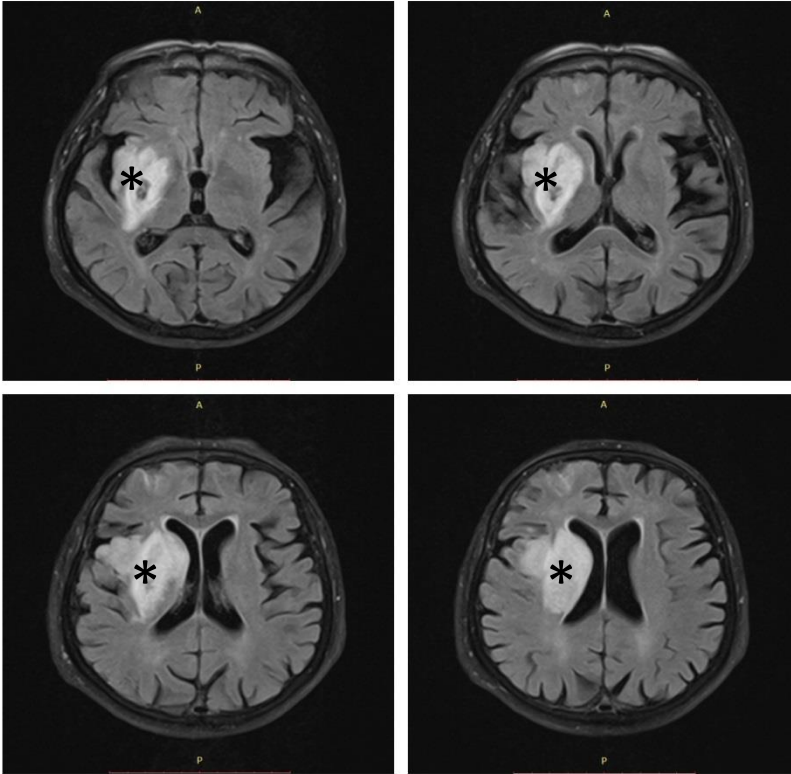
RMN cerebral, secțiune axială FLAIR; se observă leziunea, marcată cu *.
